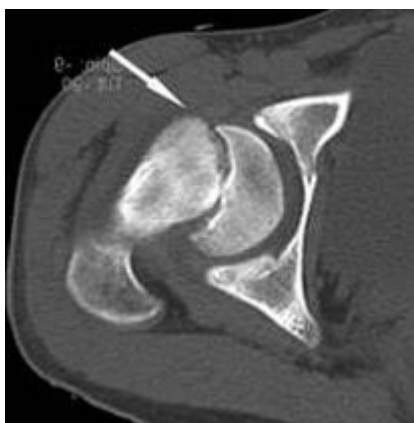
Компьютерная томография. ЮЭГБК. Форма «острая на хронической». Смещение эпифиза головки на фоне резорбции дорзального отдела шейки. «Ступенька» на вентральной стороне шейки
